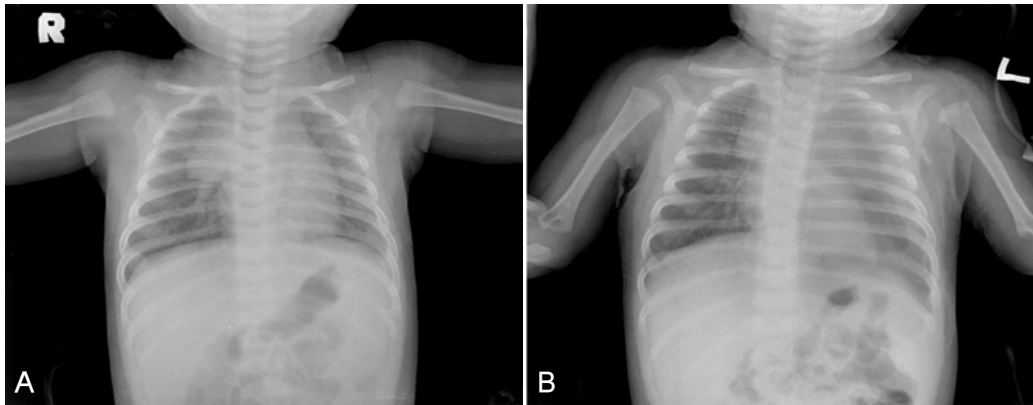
Serial chest radiographs that were taken on admission (A) and after 20 hours (B) show rapid and marked increase in amount of left pleural effusion. Both lungs are free from active parenchymal lesion and mediastinum is not widened on both films.
